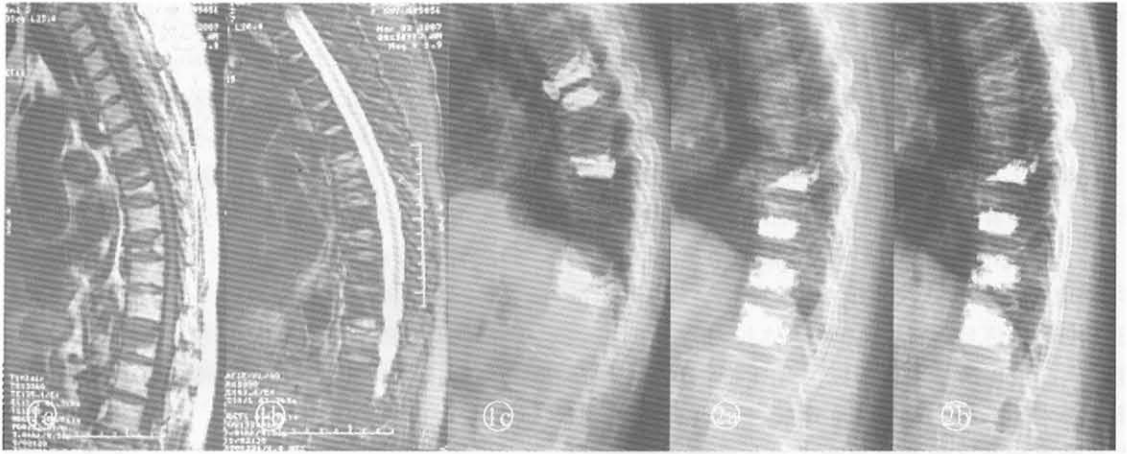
患者女性,86岁,(a,b)术前胸椎MRI提示T6,7,9,12新鲜多发压缩骨折,予以PKP;(c)术后片可见T7及T9的椎体前缘高度明显恢复,T6椎前少量骨水泥渗漏。图2 患者女性,72岁,(a)T10,11,12,L1椎体压缩骨折;(b)予以PKP治疗,术后2个月又出现T8椎体压缩骨折
